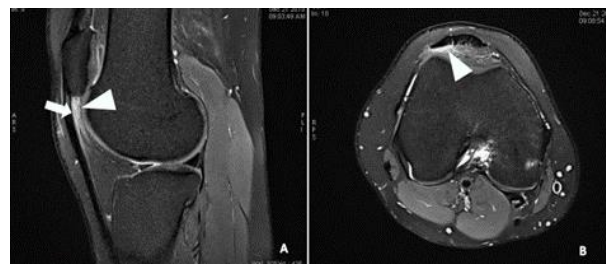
Patiente de 19 ans, présentant une douleur antérieure du genou. Syndrome de friction fémoro-patellaire latéral. Coupes IRM en DP Fat Sat parasagittale latérale (A), axiale (B) montrant un hypersignal pathologique du paquet adipeux du compartiment antérieur du genou.
